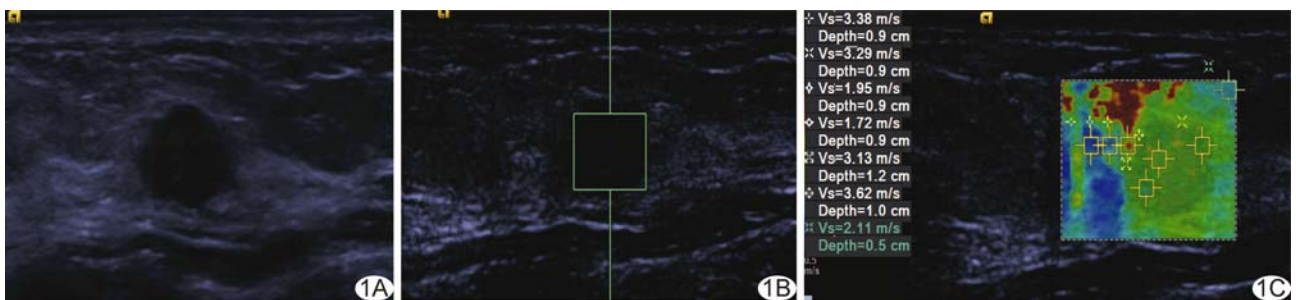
患者,51 岁,乳腺浸润性导管癌,病灶最大径 8 mm A. 常规超声检查; B. VTQ 检查,SWV_{VTQ} 为 4.25 m/s; C. VTIQ 检查,SWV_{max} 为 3.38 m/s,SWV_{ratio} 为 1.97
